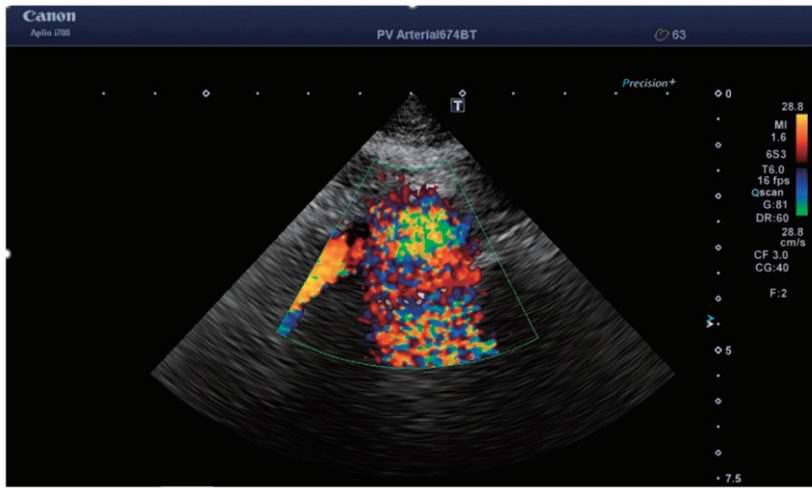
終末大動脈長軸断面 カラー Doppler 法
